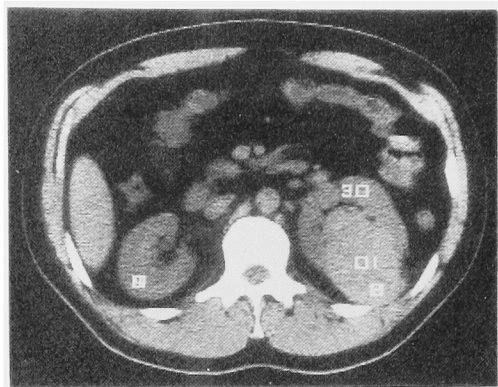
CT scan shows homogenous mass of the left kidney, 4×5 cm in size, attenuation coefficient 47 HU.
